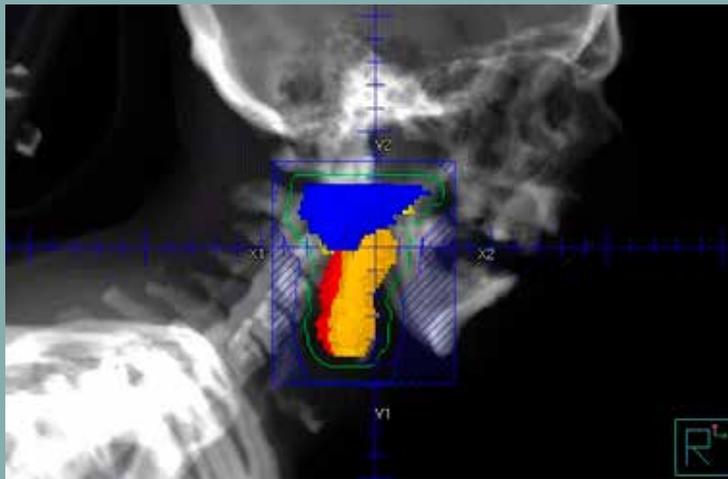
Visualisation d'un champ latéral droit sur DRR (digital reconstructed radiography) / Contour bleu : glande parotide droite (la glande parotide gauche n'apparaît pas car elle est vis-à-vis la droite) / Contours rouge et jaune : glandes sous-mandibulaires gauche et droite).
